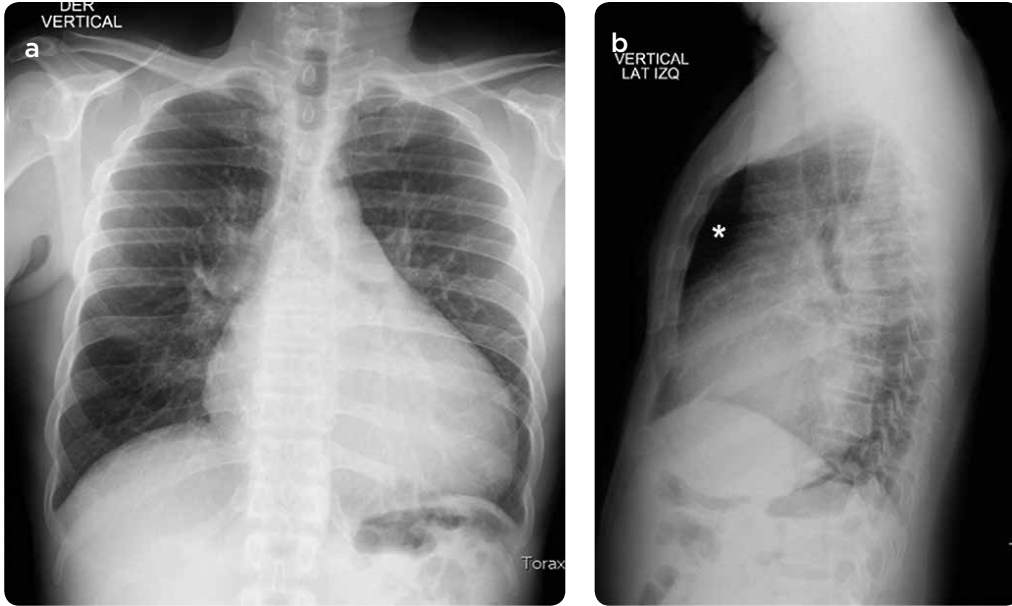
Radiografía de tórax PA y lateral. Aumento de tamaño del corazón, se preserva el espacio retroesternal por aumento de las cavidades izquierdas. Vasos hiliares sin aumento del calibre ni opacidades pulmonares que indiquen descompensación.
